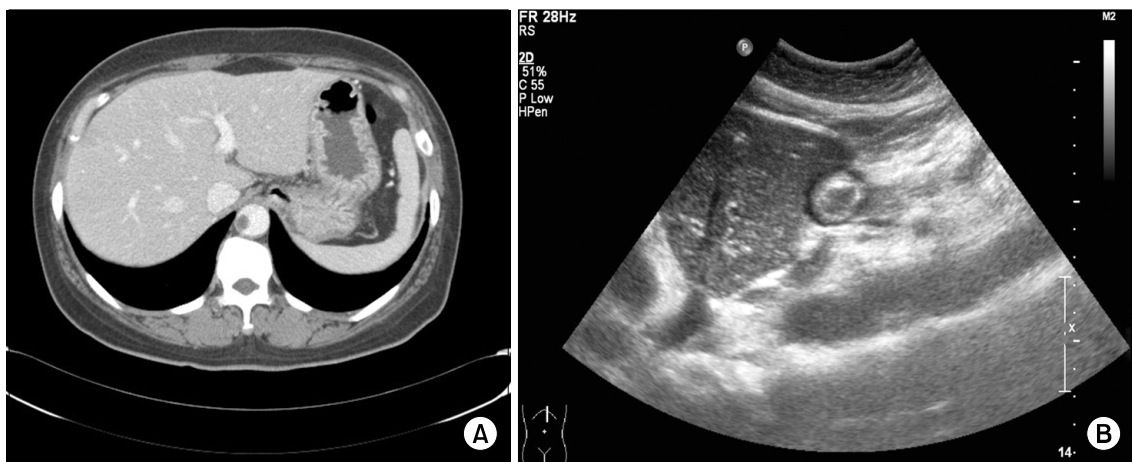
(A) Abdominal computed tomography revealed a thrombosis on the abdominal aorta. (B) Abdominal ultrasonography revealed a thrombosis in the abdominal aorta at that time.
